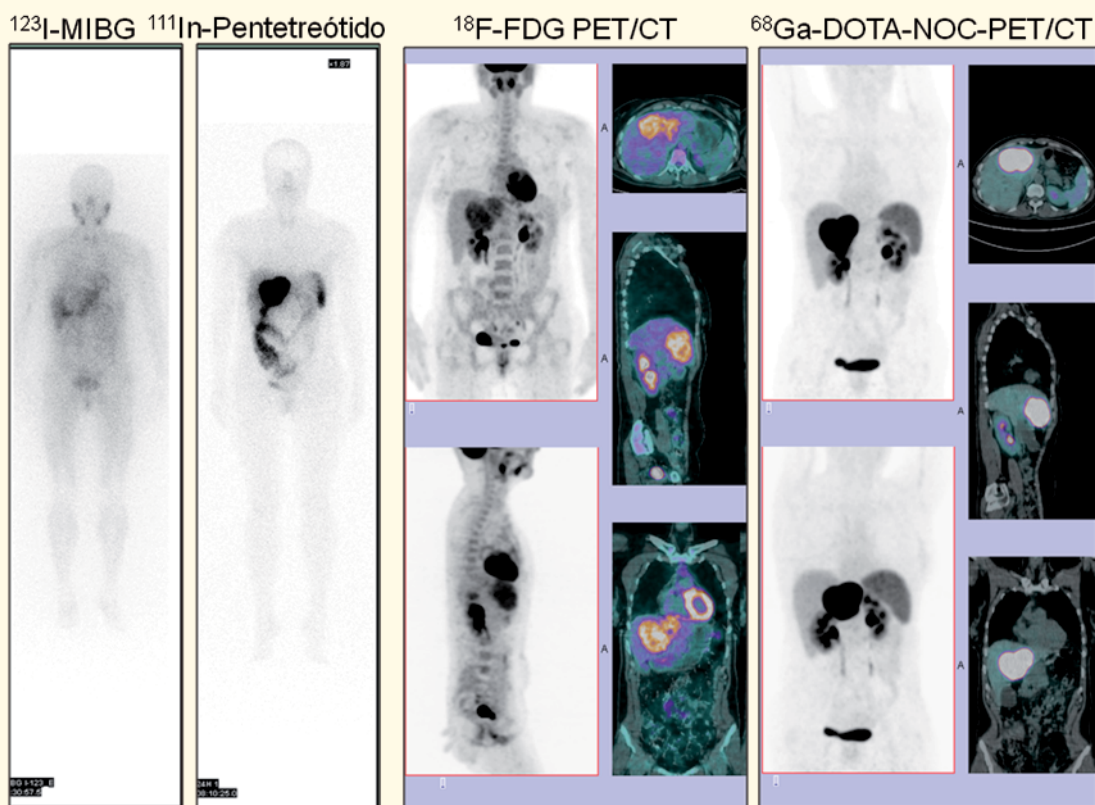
Metástases hepáticas (Ki 67 de 2 a 20%) de CNE primário desconhecido. Comparação da fixação de vários radiofármacos, neste caso com ausência de fixação de ^{123}I -MIBG e com boa fixação quer de ^{18}F -FDG quer de ^{111}In -Pentetreótido e ^{68}Ga -DOTA-NOC
